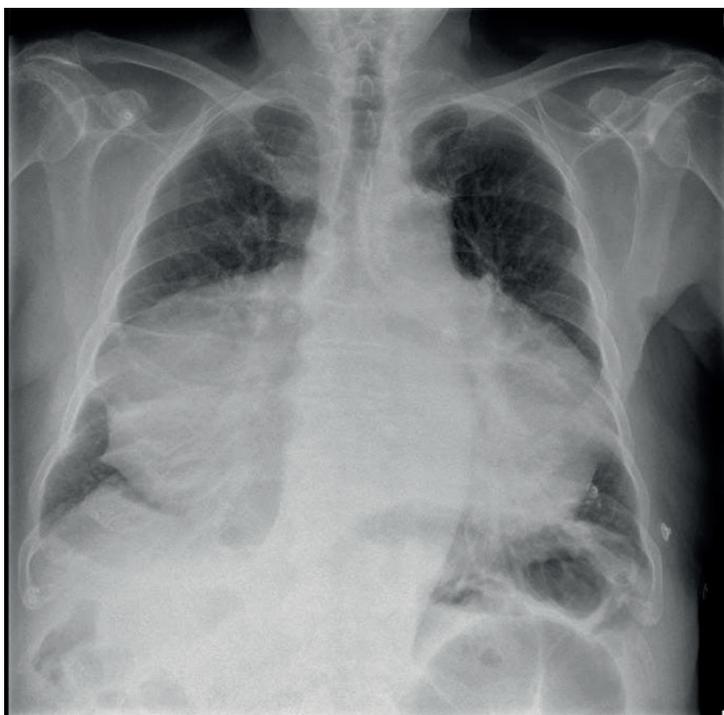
Radiografía de tórax. Cardiomegalia a expensas de cavidades derechas
